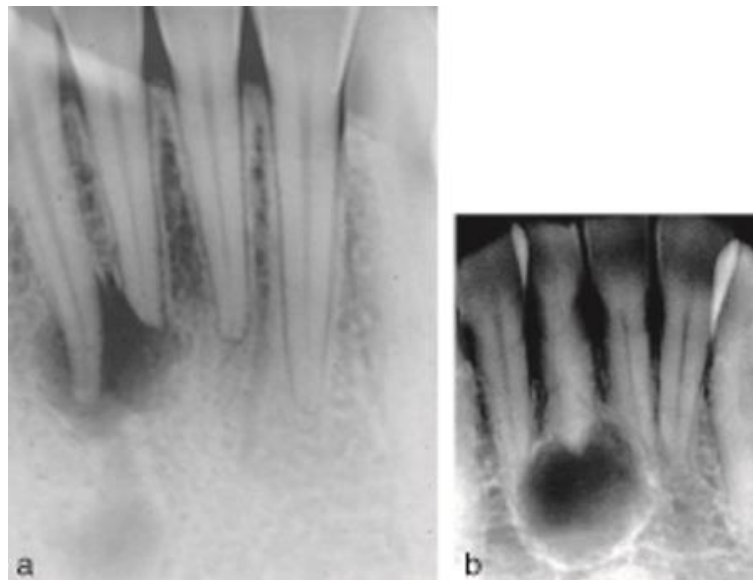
radiographies illustrant à gauche, un kyste en poche et à droite, un kyste vrai ⁵
